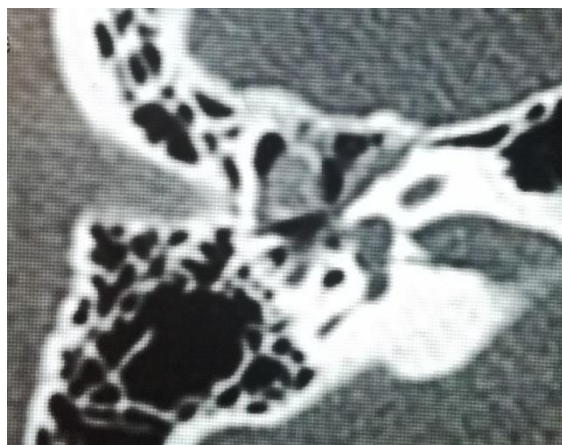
КТ височных костей у пациента с аномалией развития цепи слуховых косточек при Osteogenesis imperfecta
